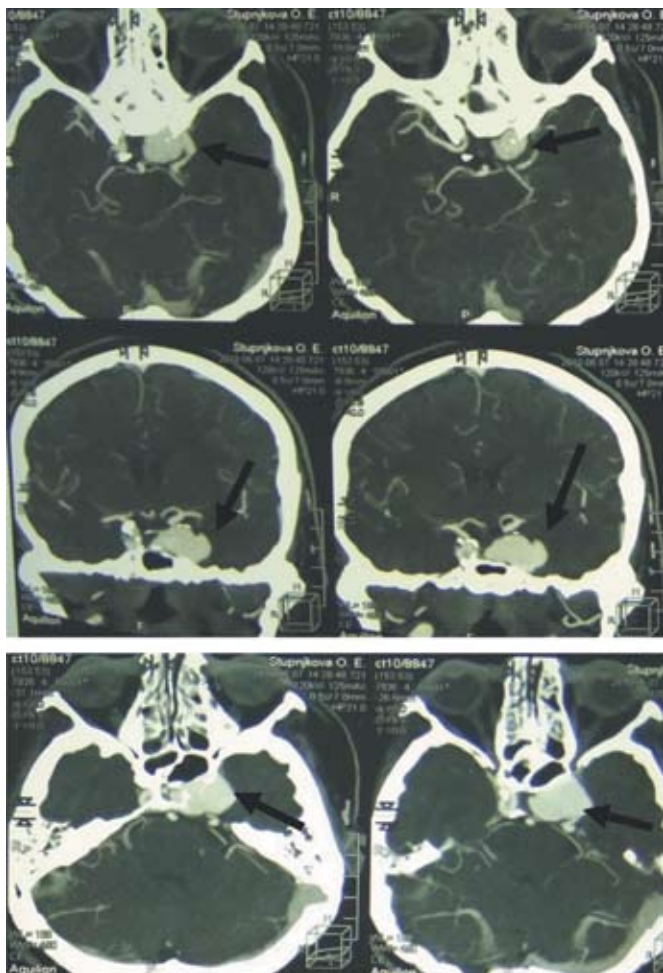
КТ-АГ интракраниальных сосудов головного мозга. Гигантская аневризма кавернозного отдела левой VCA (стрелка) размером 28 x 19 x 16 мм.
